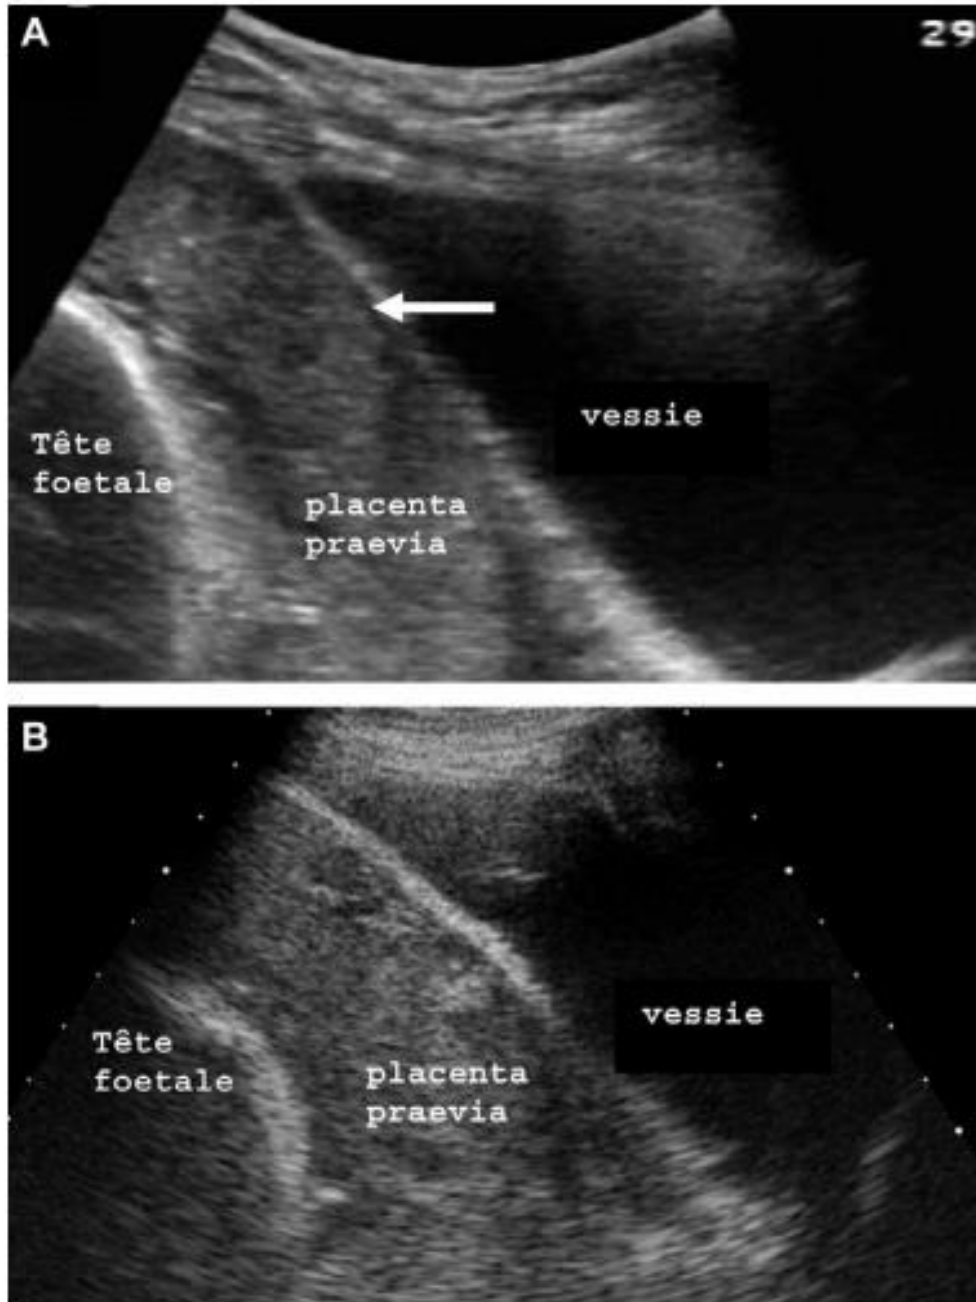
A- placenta et myomètre séparés par un espace hypoéchogène. B- Absence de cette zone de séparation. [13] [54] IRM placentaire :
